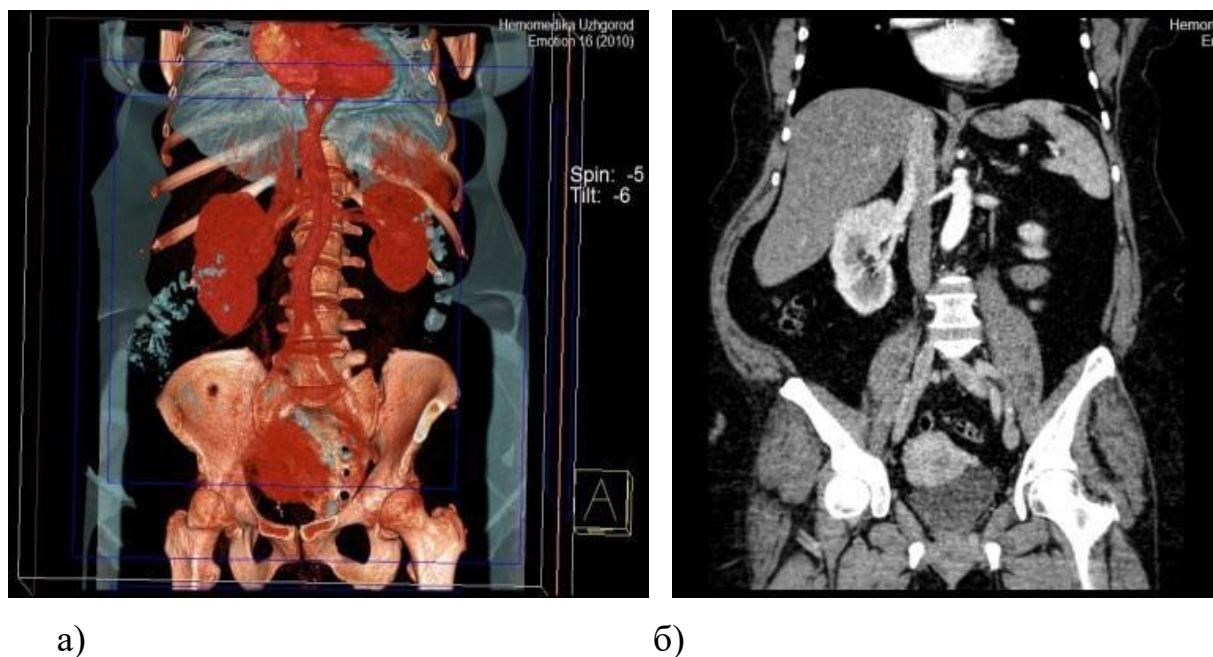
Мультиспіральна комп'ютерна томографія у хворої К., 43 років з пухлиною правої нирки та пухлинним тромбозом НПВ III-рівня: а) 3D реконструкцією, б) ангіографічна фаза
